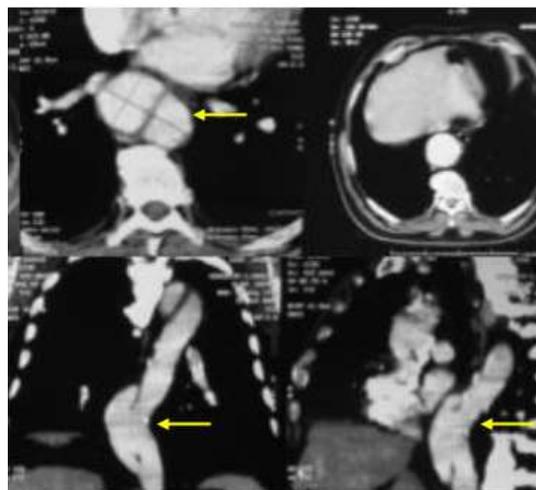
Tomografia; pontos de dissecação da aorta.
